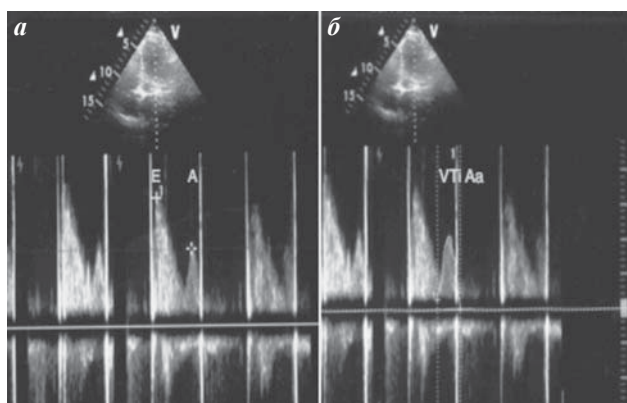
Данные эхокардиографии: а - наличие пика А при оценке трансмитрального потока, б - интеграл Аа.
